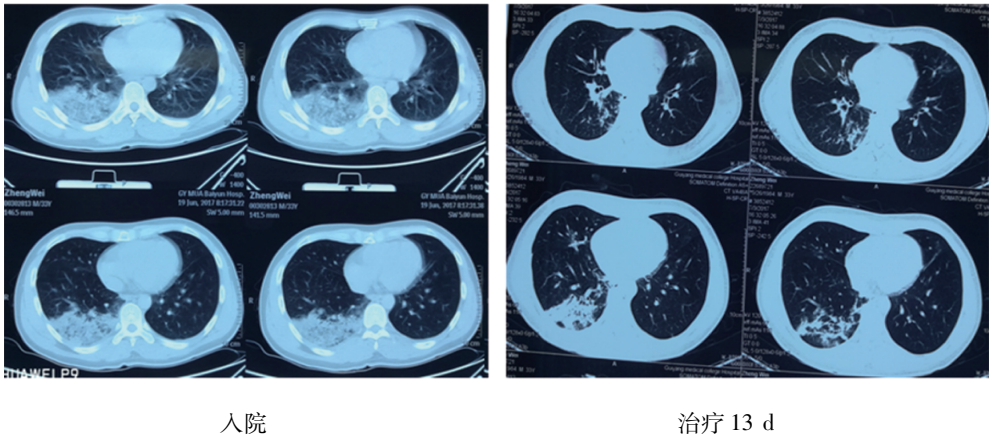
入院时及治疗 13 d 时 H7N9 禽流感患者 CT 表现
